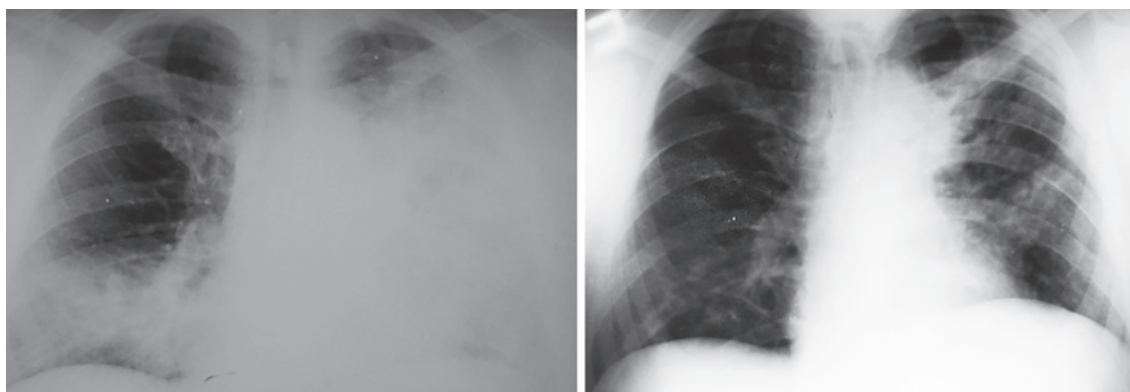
Рентгенограма органів грудної порожнини пацієнта К. (слева — до лікування, справа — після лікування)
